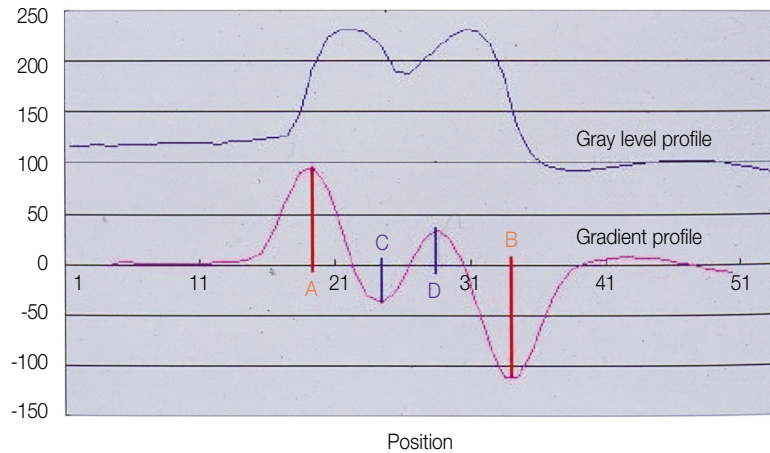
Gray level and gradient profile of quantitative computed tomography on mandible. (A) Gradient profile of interface between soft tissue and buccal cortex of mandible, (B) Gradient profile of interface between soft tissue and lingual cortex of mandible, (C) Gradient profile of interface between buccal cortical bone and marrow of mandible, (D) Gradient profile of interface between lingual cortical bone and marrow of mandible.
